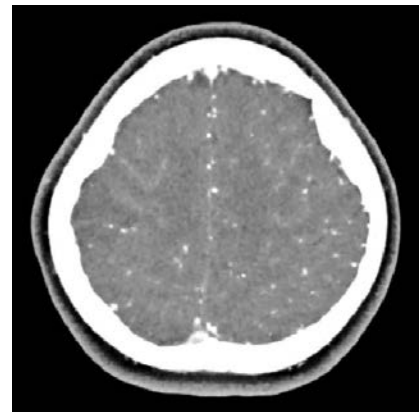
МСКТ с контрастированием головного мозга пациентки Д., 27 лет. КТ-картина венозного инсульта в правой теменной области.
